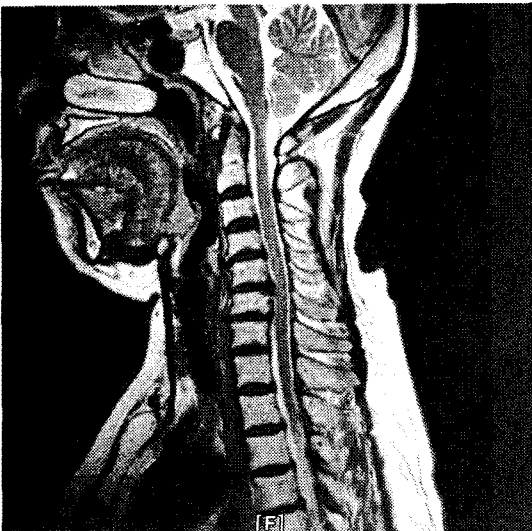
Cervical spine MRI(2008. 3. 19)
